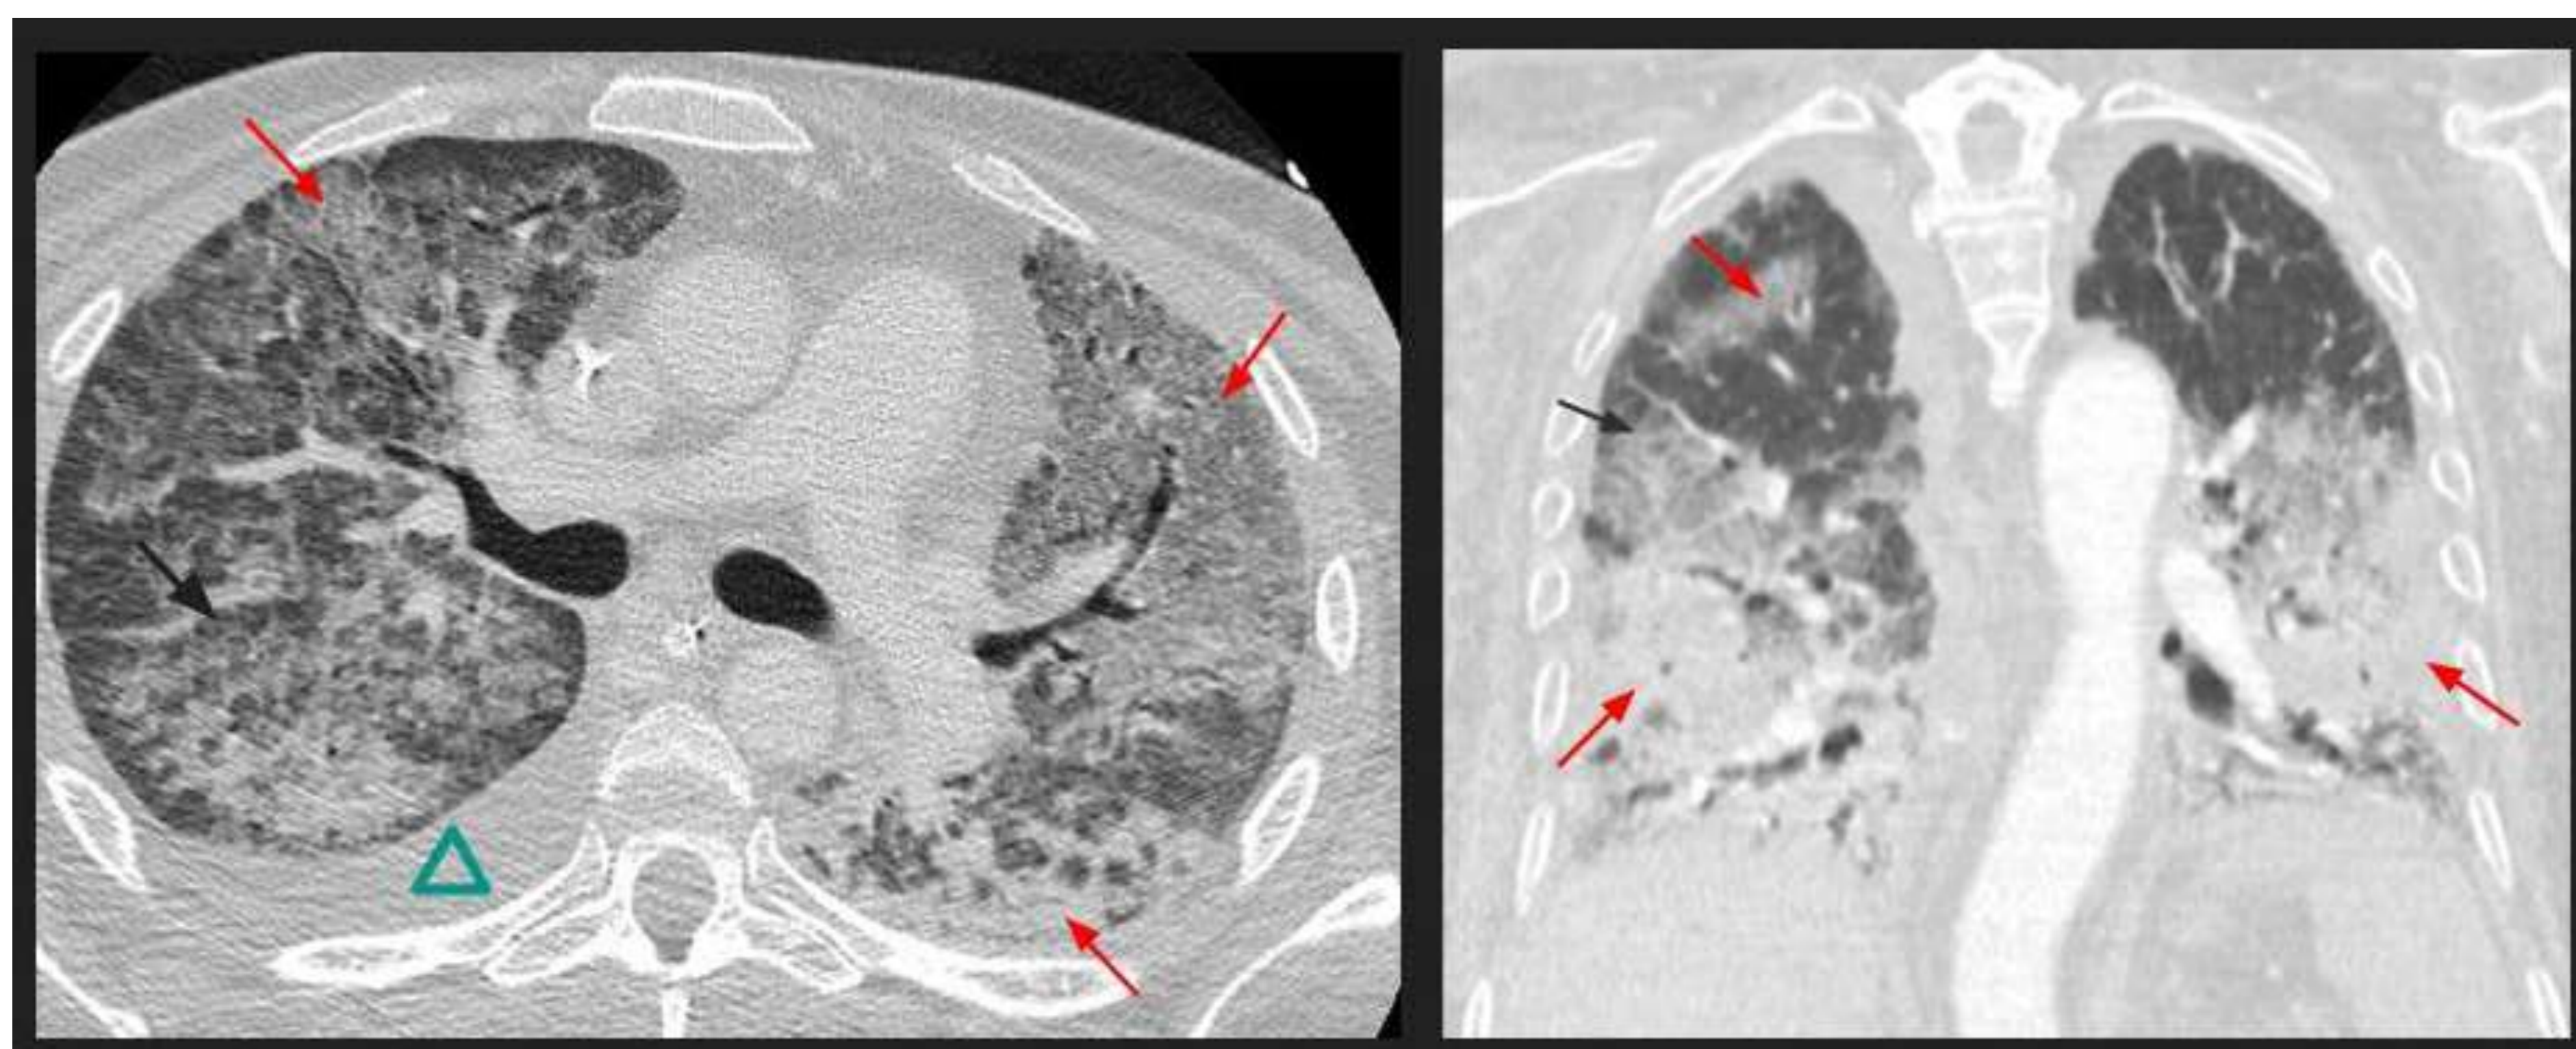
Las dos imágenes TC muestran opacidades bilaterales, difusas, heterogéneas en vidrio esmerilado (↗) y engrosamiento de los septos interlobulares (↗). Leve derrame pleural derecho (△)
